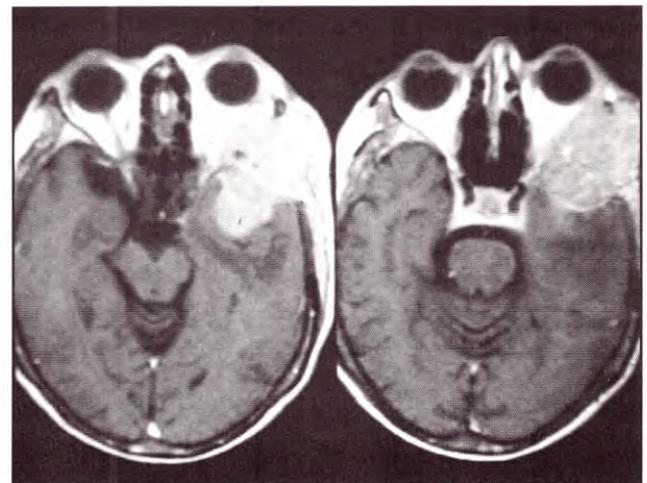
IRM que muestra tumor en la fosa temporal.
